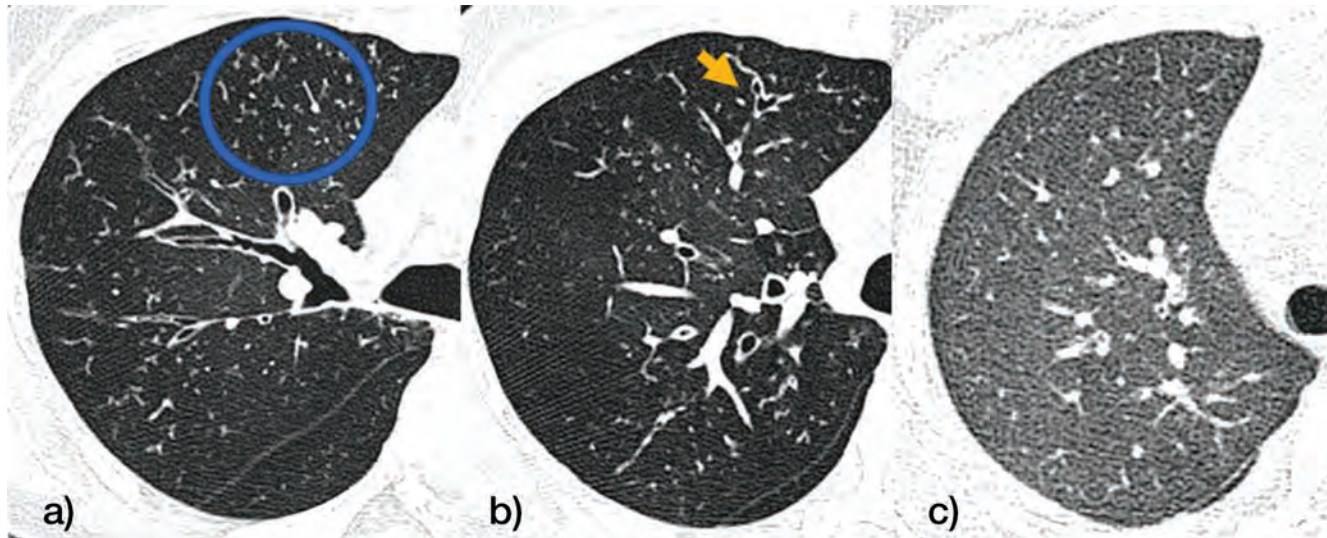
Tomografía de alta resolución. A) Patrón nodular centrilobulillar, en el margen anterior patrón de "árbol en gemación" (círculo azul). B) La flecha amarilla señala bronquioloectasias en la periferia pulmonar. C) Incremento en la densidad con patrón en vidrio despulido.
